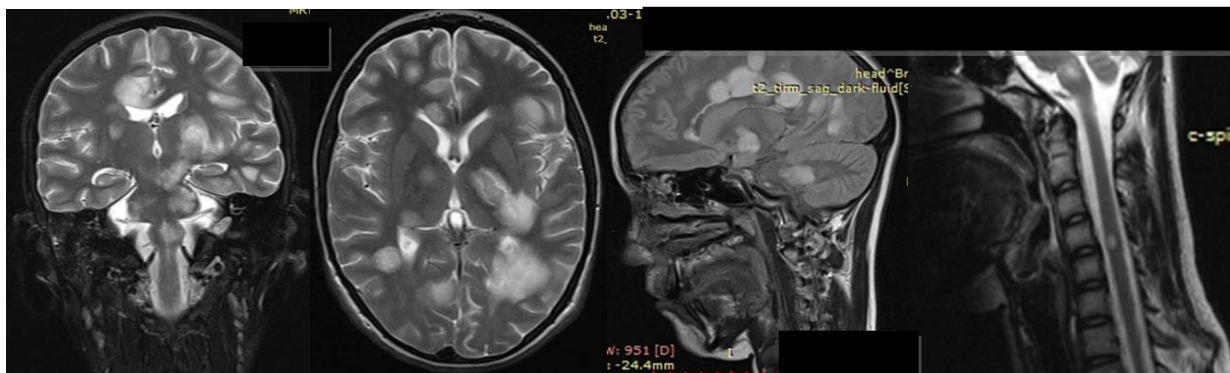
МРТ головного и шейного отдела спинного мозга пациентки Р., 15 лет, от 04.04.2017 г. Т2-ВИ, Т1-ВИ
